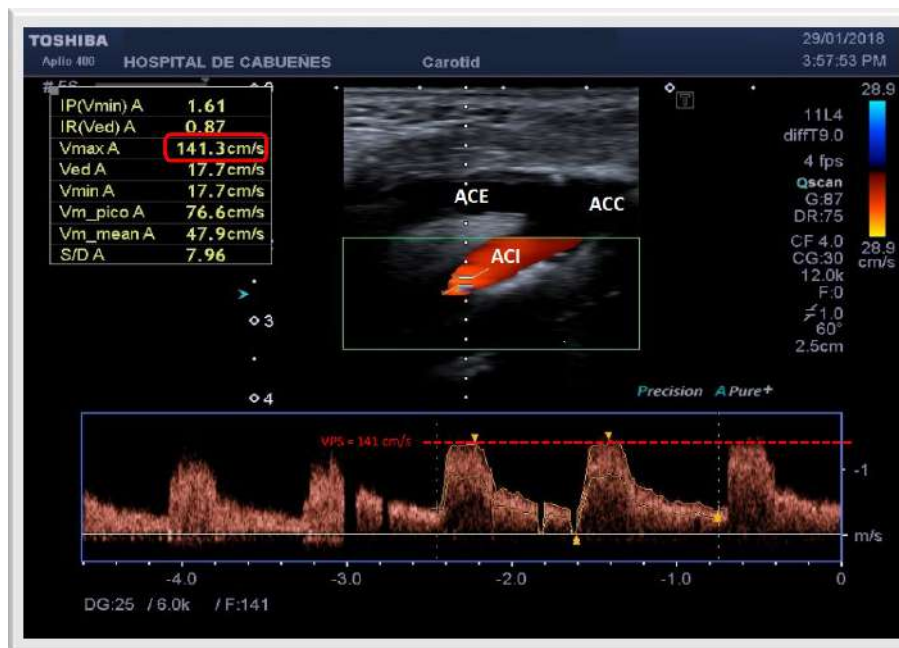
Eco-Doppler de troncos supraaórticos. ACI con estenosis moderada (50-70%) en paciente del grupo RT. ACC= arteria carótida común; ACI= arteria carótida interna; ACE= arteria carótida externa.
